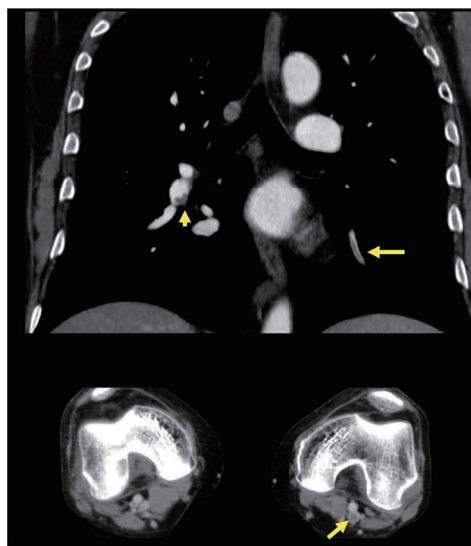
肺血栓塞栓症、下肢静脈血栓症発症時の造影CT
